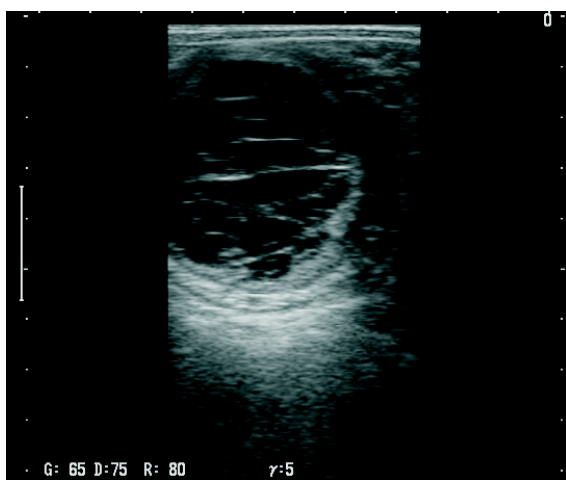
Nieowulujące pęcherzyki, rujowe fałdy *endometrium*, płyn w świetle macicy (USG, 5 MHz)
